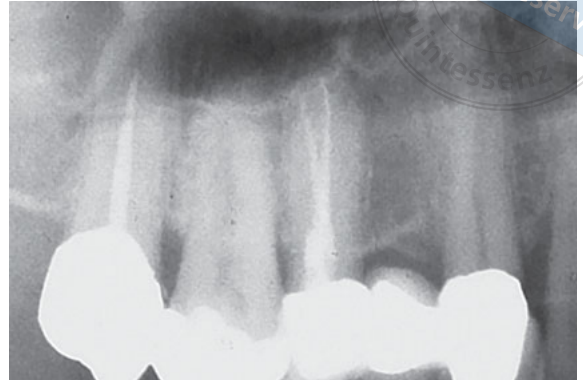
Fall 2 – Röntgenkontrolle nach prothetischer Versorgung an Zahn 15.
